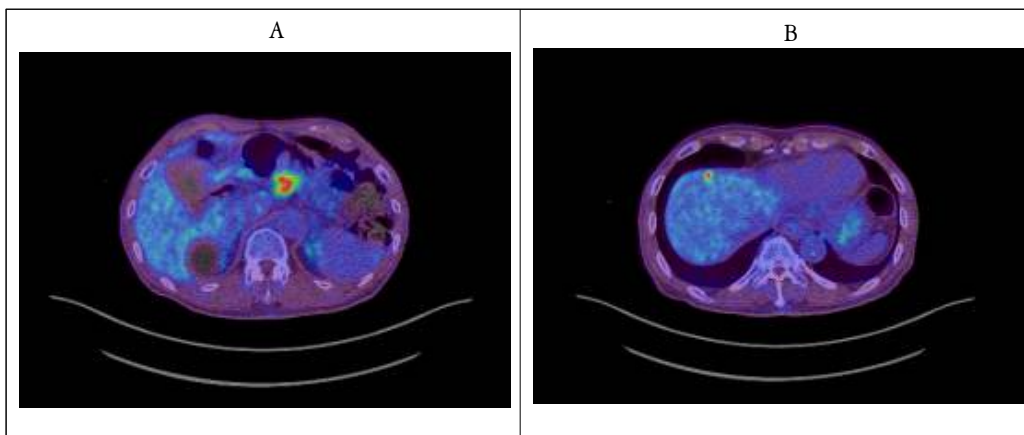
Positron emission tomography-computed tomography (2021/05/17)
